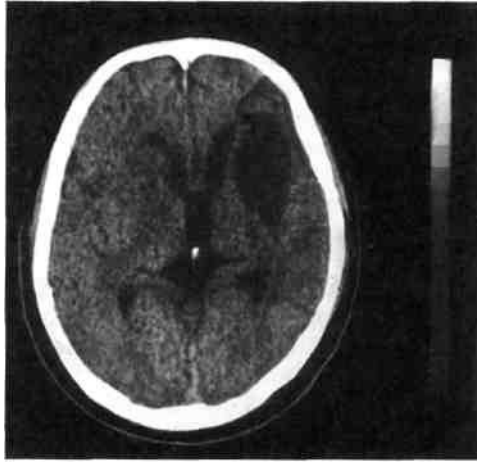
КТ головного мозга. Слева в области височной доли имеется ишемическая киста размерами 4,03; 55,0 см, сообщающаяся с передним рогом левого бокового желудочка.
